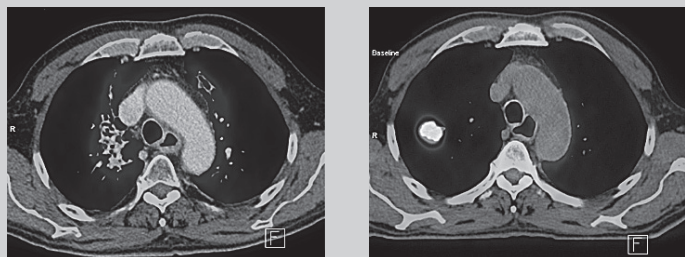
Сравнение изображений ПЭТ-<sup>18</sup>F-ДГ, полученных до (слева) и после (справа) ЛТ РЛ.
